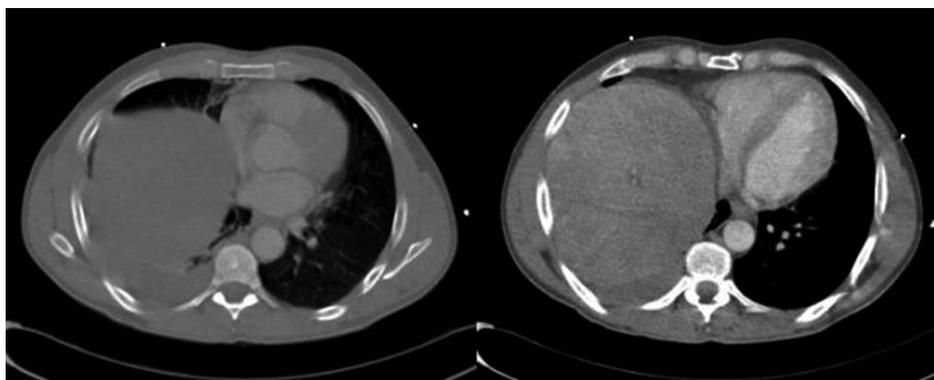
Tomografía computarizada de tórax, sin y con contraste yodado intravenoso, que muestra la elevación del hígado al hemitórax derecho. El diagnóstico en este caso se confirmó con toracoscopia previa a la toracotomía.
